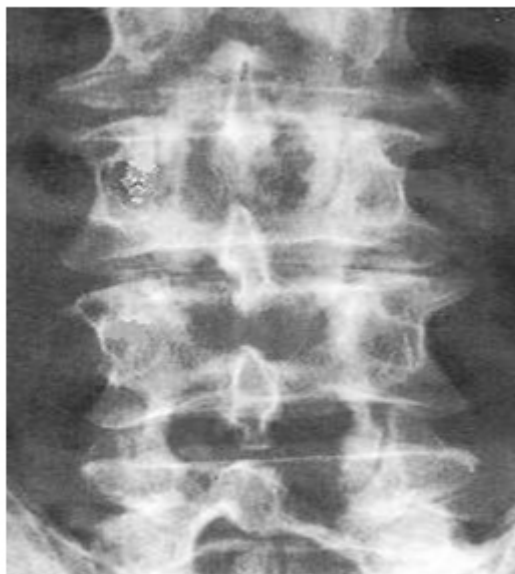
Radiografía de recalibraje L2, L3, L4 y L5.
